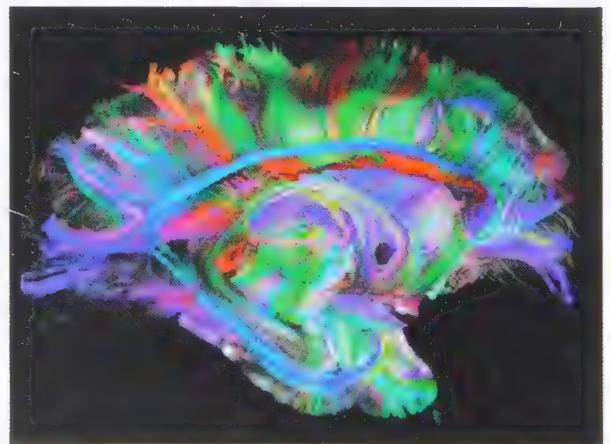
A. Visión transversal del cerebro mediante resonancia magnética. B. Visión longitudinal de la sustancia blanca mediante tractografía de alta resolución por resonancia magnética.
